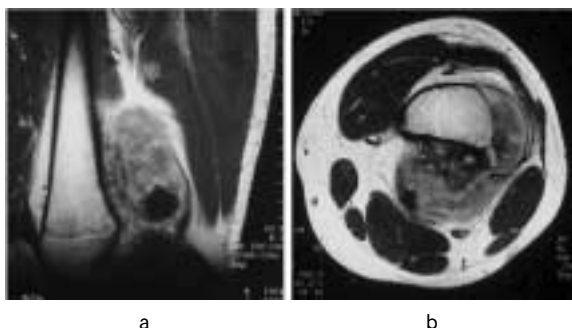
症例2：MRI (T2) 所見（a：側面像，b：水平面像）
